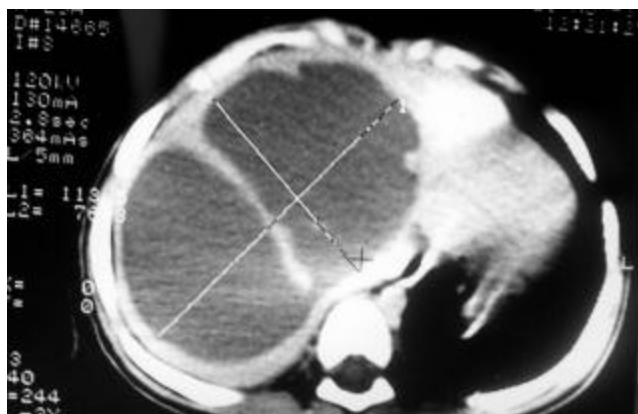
TAC imagen quística intrahepática
